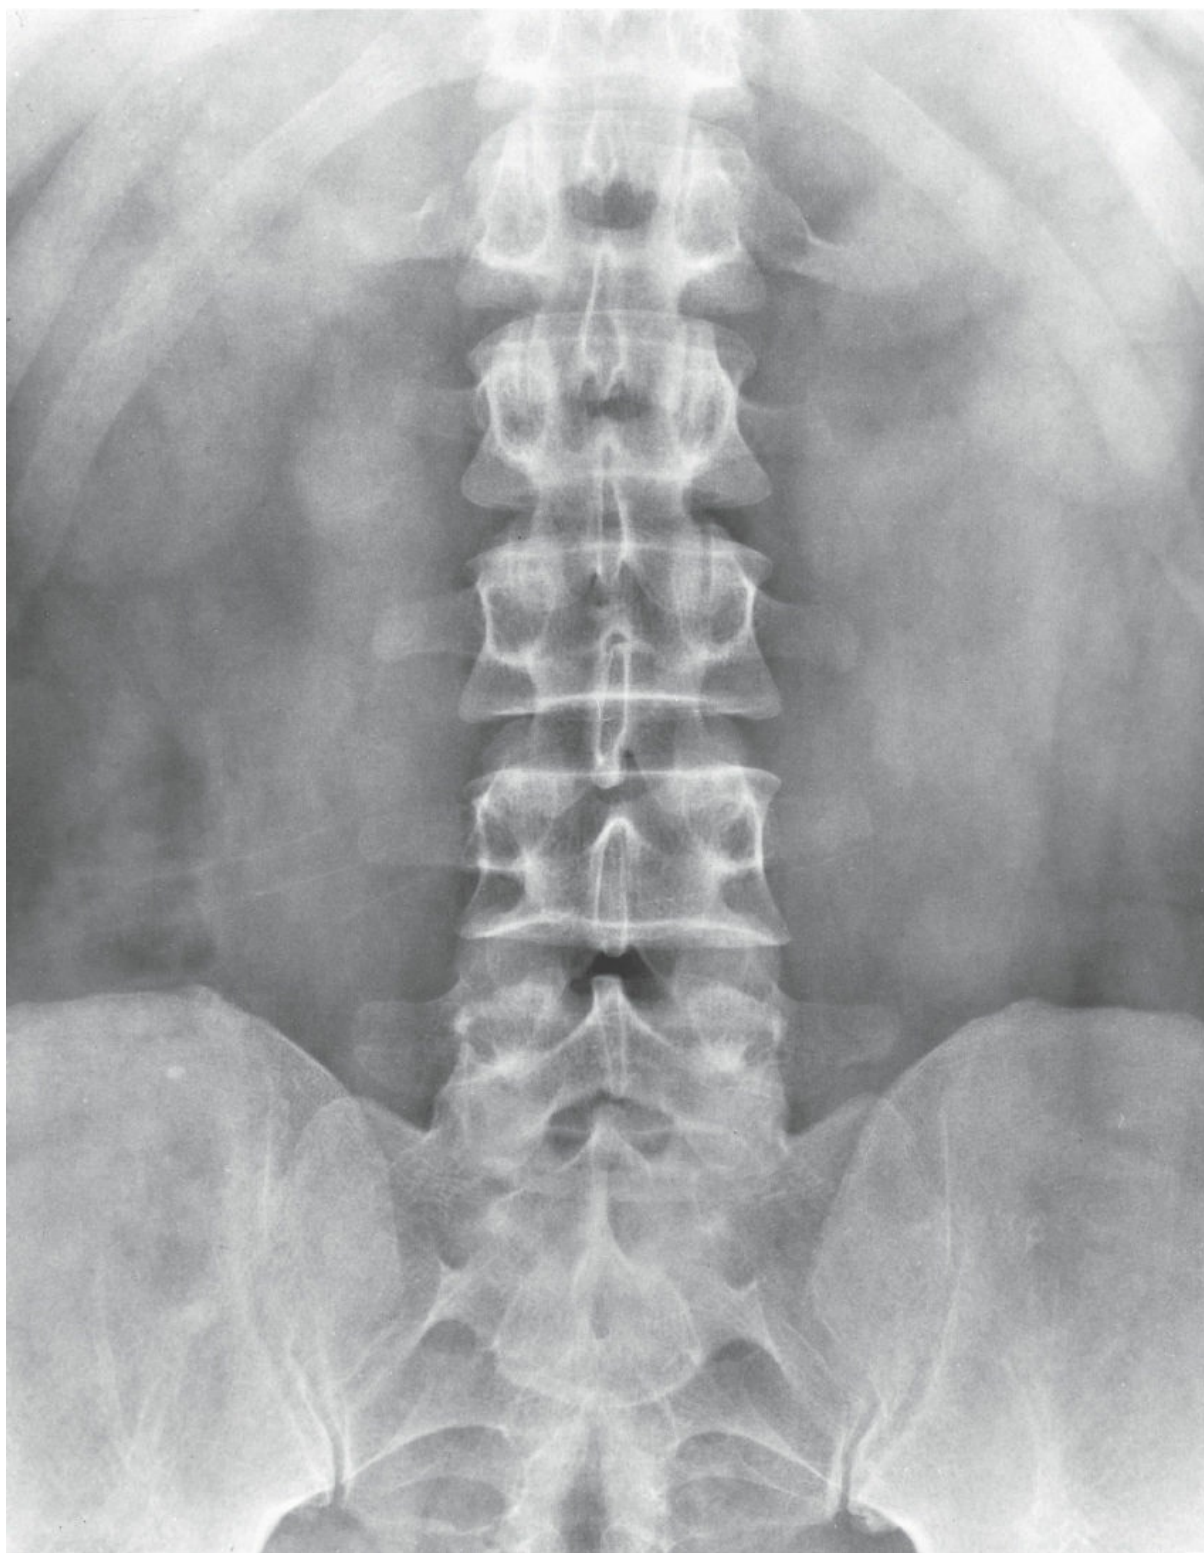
Radiografía anteroposterior del abdomen.
